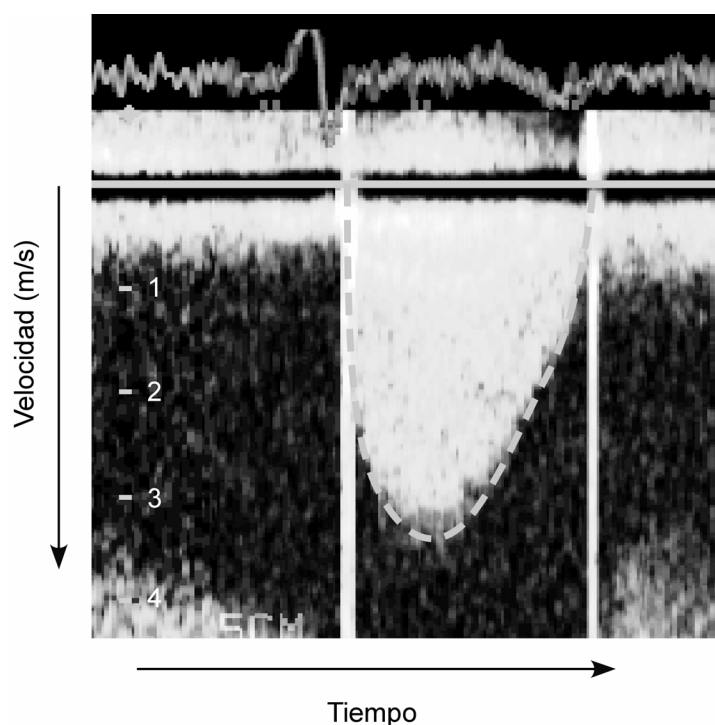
Cálculo del gradiente de presión transvalvular a partir de un espectrograma de Doppler continuo obtenido a través de la válvula aórtica. El gradiente medio se obtiene conforme a la expresión 1.7 a partir de las velocidades instantáneas contenidas dentro del área punteada. El gradiente máximo instantáneo se obtiene a partir de la velocidad máxima como $4 \cdot 3,7^2$, y equivale a 55 mmHg
